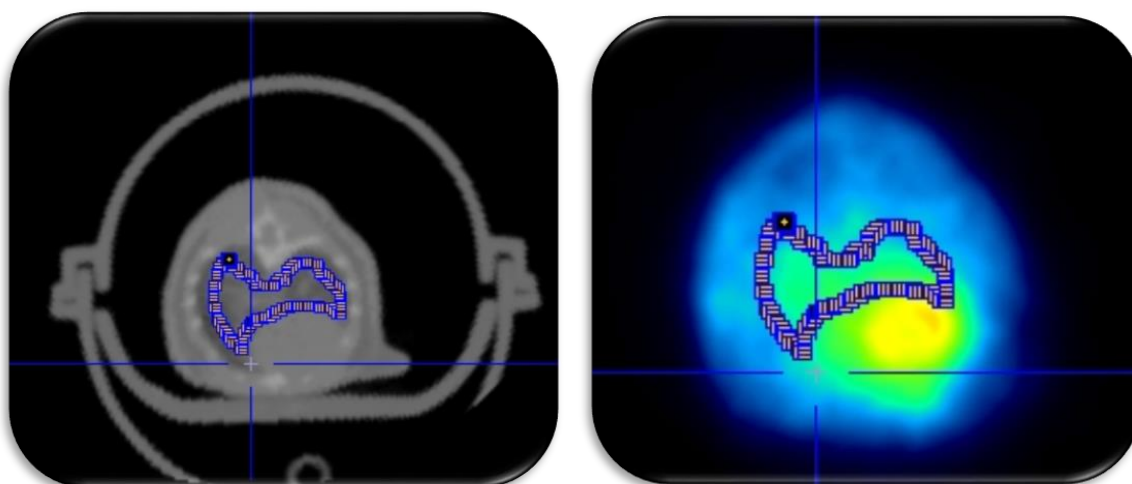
Toma de las regiones de interés de los pulmones de un sujeto en CT (izquierda) y su uso como plantilla en la imagen de PET (derecha).
